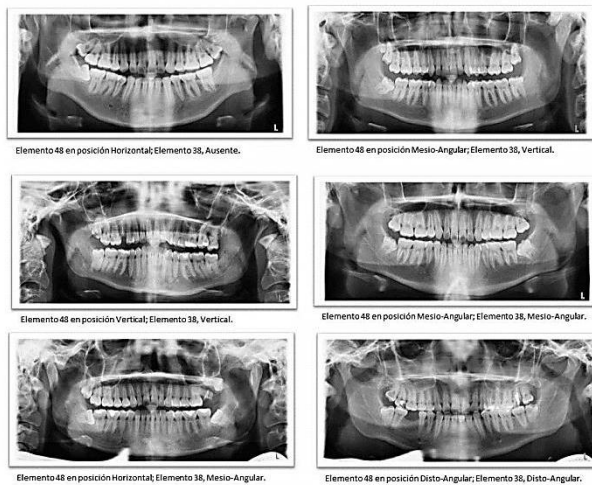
Radiografías de diferentes pacientes incluidos en el estudio en donde se observan las distintas posiciones de los molares inferiores identificadas según Winter.
